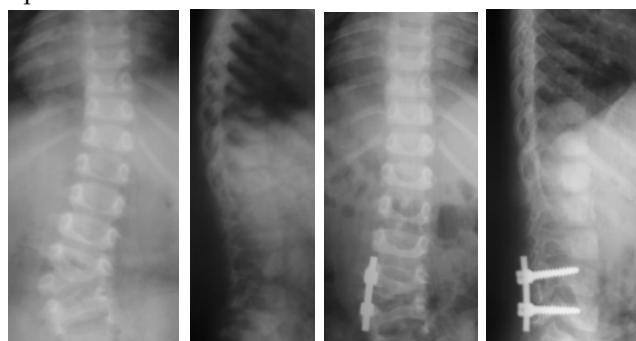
Пациент Б., 2 г. Врожденный кифосколиоз на фоне сверхкомплектных заднебоковых полупозвонков L<sub>III</sub> (D) и L<sub>V</sub> (S): а – рентгенограммы до операции в возрасте 2 лет; б – через 1,5 г. после экстирпации заднебокового полупозвонка L<sub>V</sub> (S), постановки контрактора, заднего локального спондилодеза и переднебокового корпородеза.
